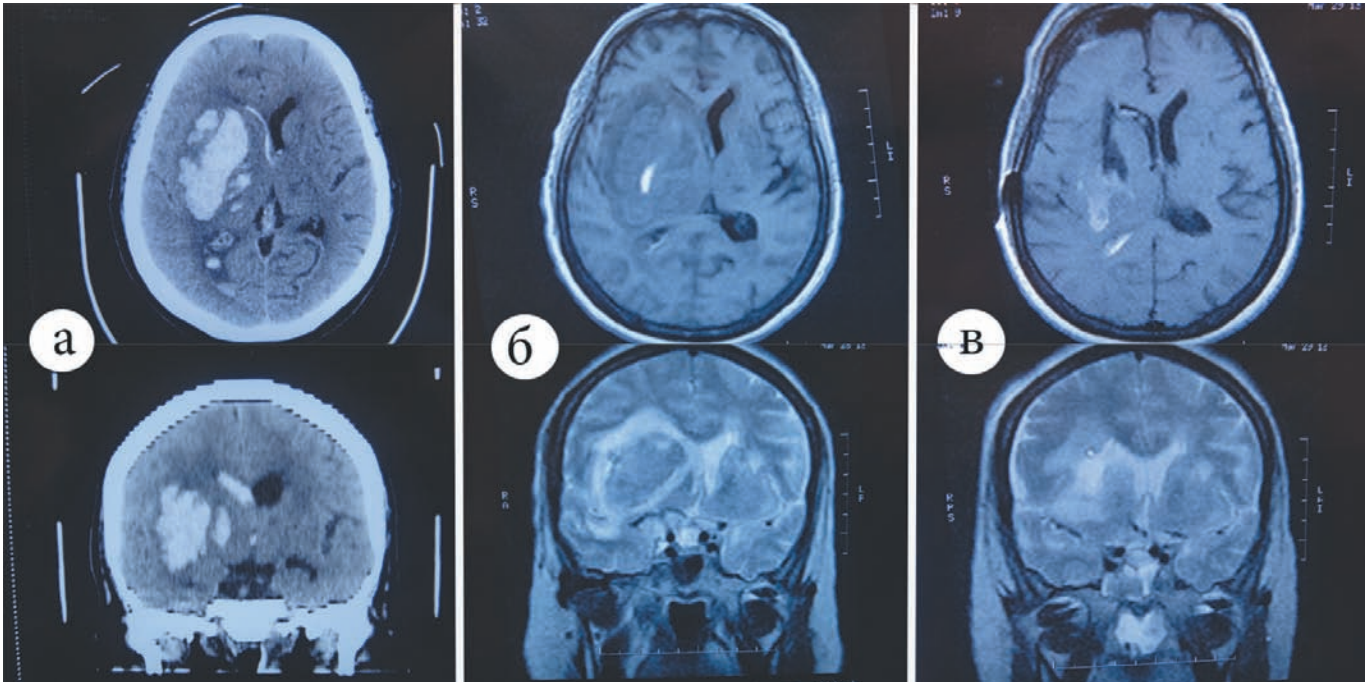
Клинический пример микрохирургического удаления гипертензивной внутримозговой гематомы через фрезевое отверстие. А — КТ до операции, б — МРТ до операции, в — МРТ на 2-е сутки после операции.
